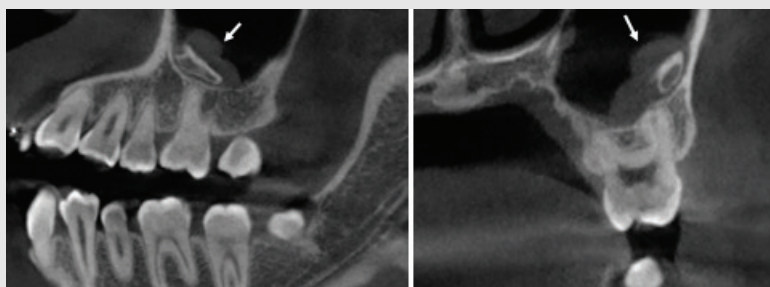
On CBCT images, an amorphous structure of similar bone density and associated mucosal thickening are observed at the lower part of left maxillary sinus.
